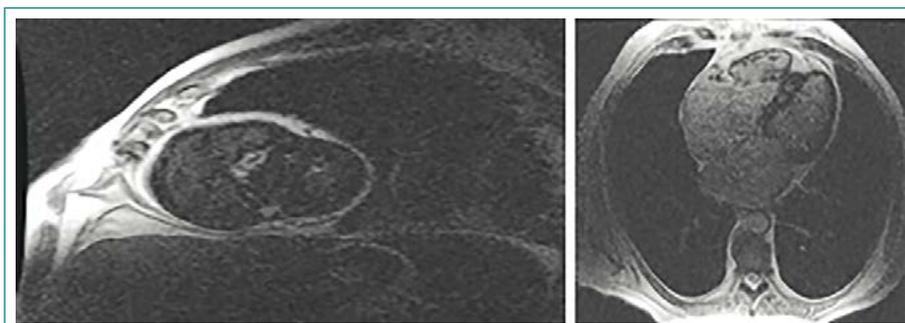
RM cardíaca: patrón de realce en septo interventricular medio y en los puntos de anclaje con VD
